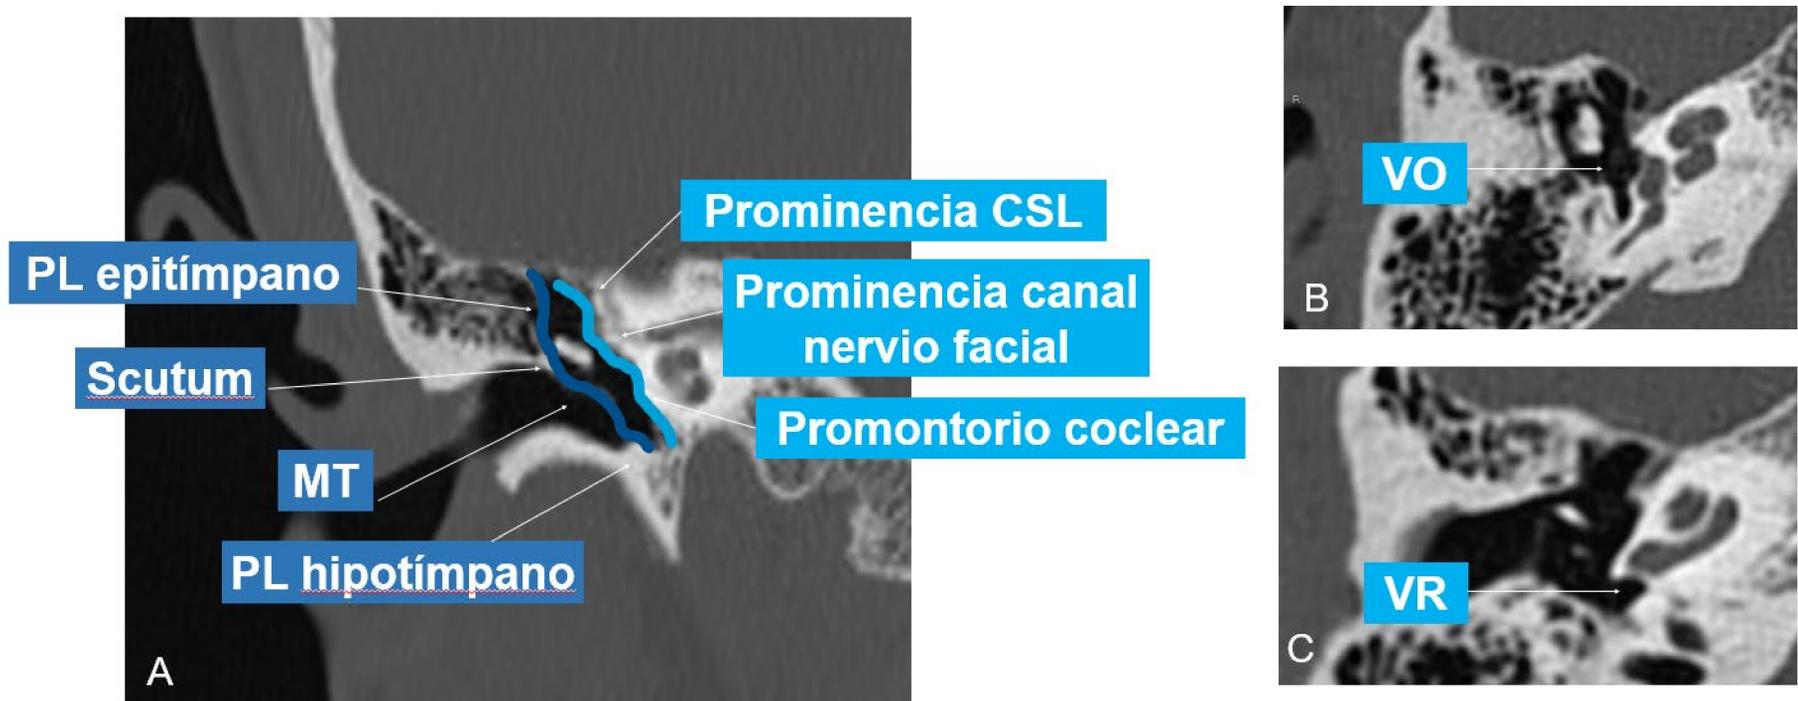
Imágenes de TC en plano coronal (A) y axial (B y C) del oído. Se señala la pared lateral (azul) y medial (turquesa) del oído medio. *MT*: membrana timpánica. *PL*: pared lateral. *CSL*: canal semicircular lateral. *VR*: ventana redonda. *VO*: ventana oval.
